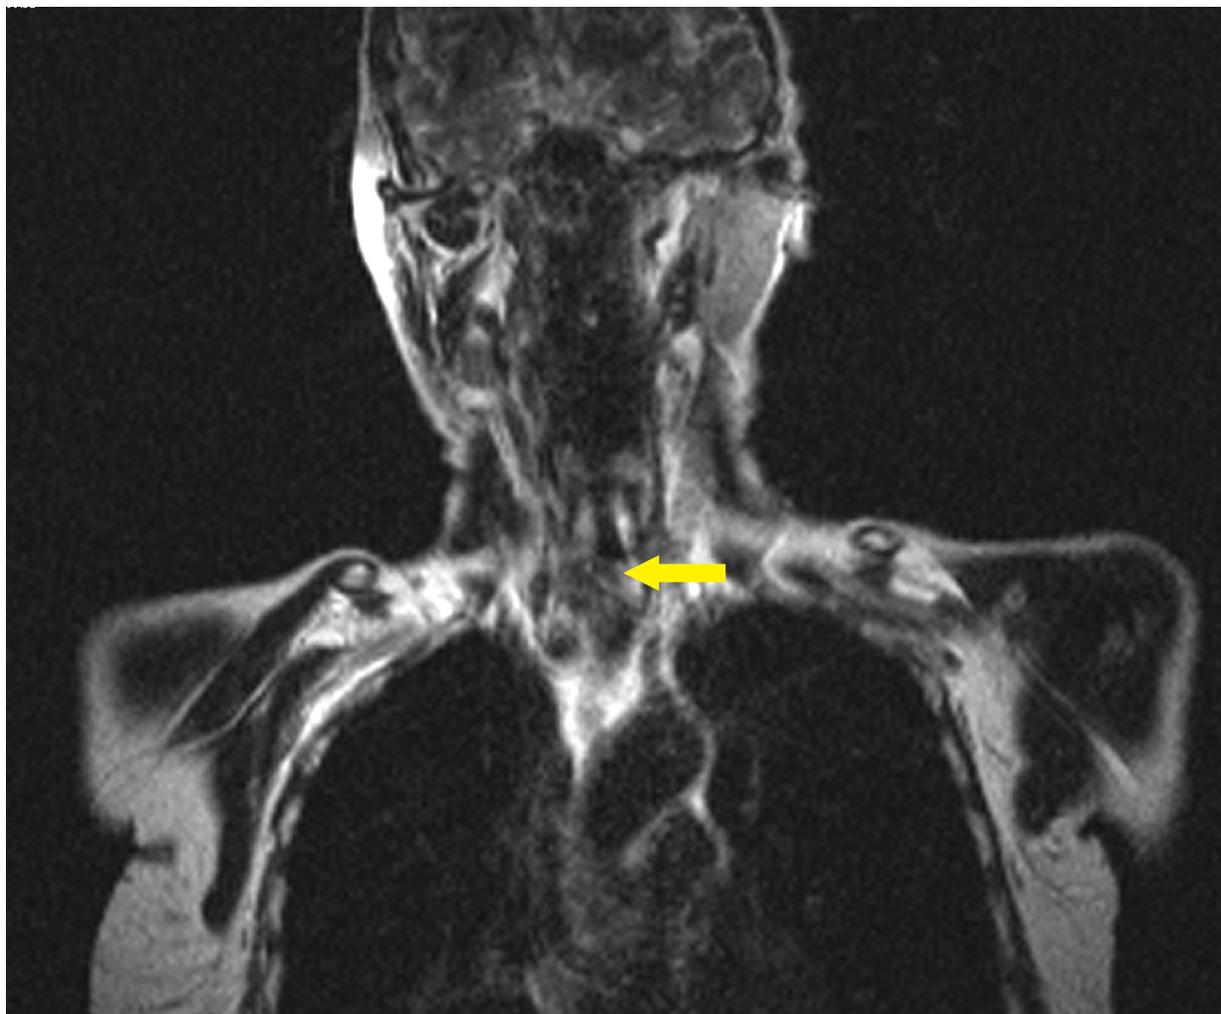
Больная Ш. Компьютерная томография опухоли щитовидной железы с врастанием в трахею.
